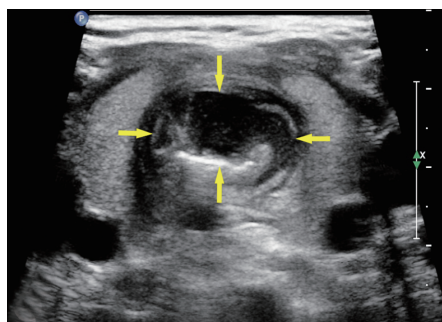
二维超声示甲状腺水平横切面见气管前壁无回声区(箭头示)
